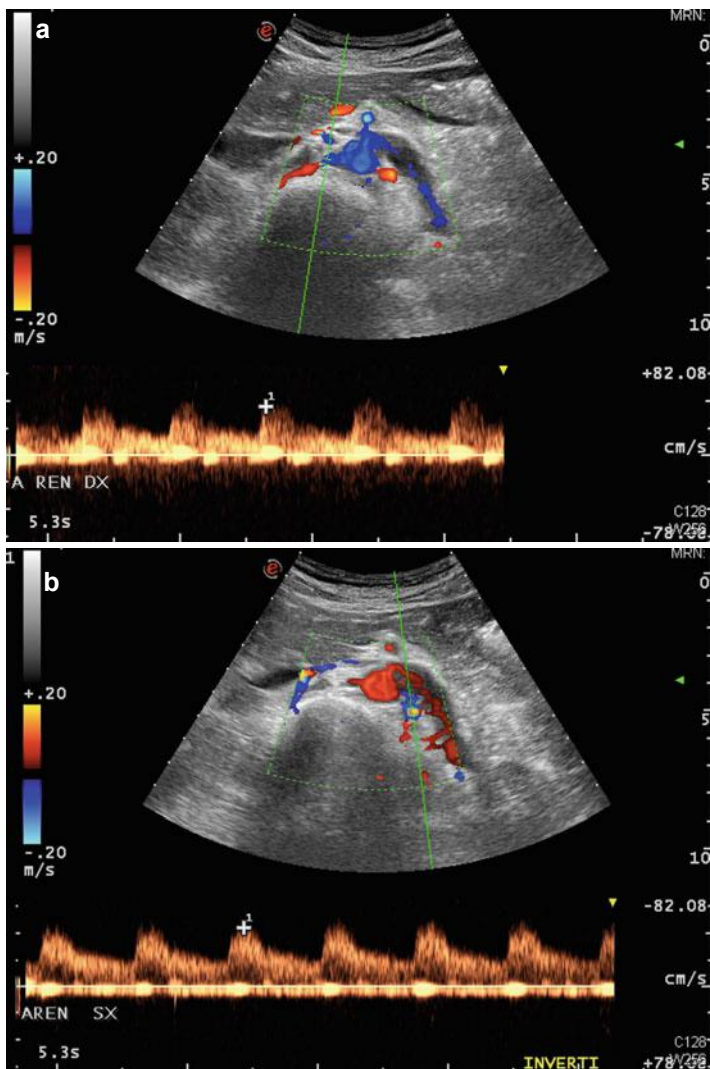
Renal vascular ultrasound at first visit: intima-media thickness at both renal arteries without evidence of atherosclerotic plaques. Normal Doppler evaluation at both right (a) and left (b) renal arteries (main vessels and intraparenchymal arteries). Normal dimension and structure of the abdominal aorta
